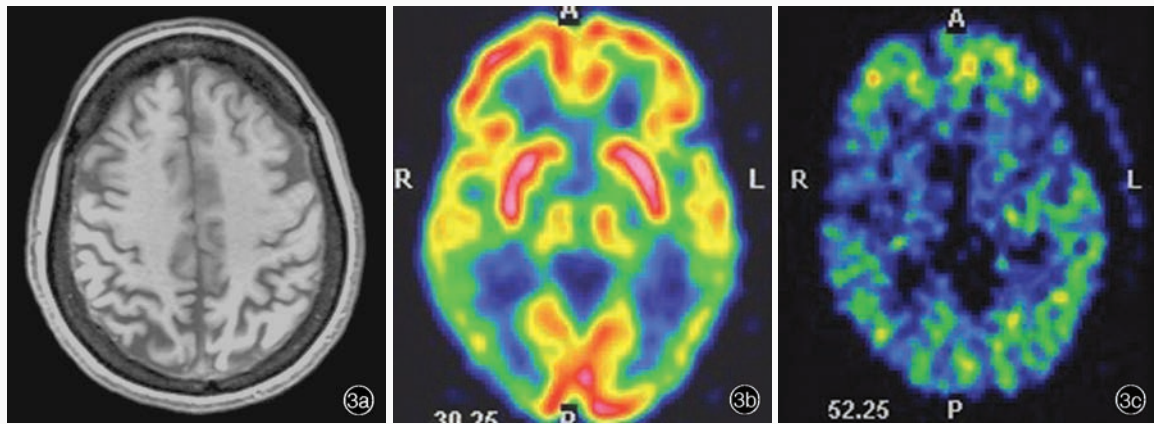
女性患者,59岁。临床诊断为后部皮质萎缩。头部影像学检查所见 3a 横断面T<sub>1</sub>WI显示脑萎缩 3b <sup>18</sup>F-FDG PET显示,双侧额叶外侧皮质局灶性葡萄糖代谢降低,双侧颞顶联合区皮质、楔前叶和后扣带回代谢明显降低(黄色和绿色区域所示) 3c <sup>11</sup>C-PIB PET显示,双侧颞顶枕联合区皮质放射性<sup>11</sup>C-PIB滞留(绿色区域所示)、小脑皮质廓清
